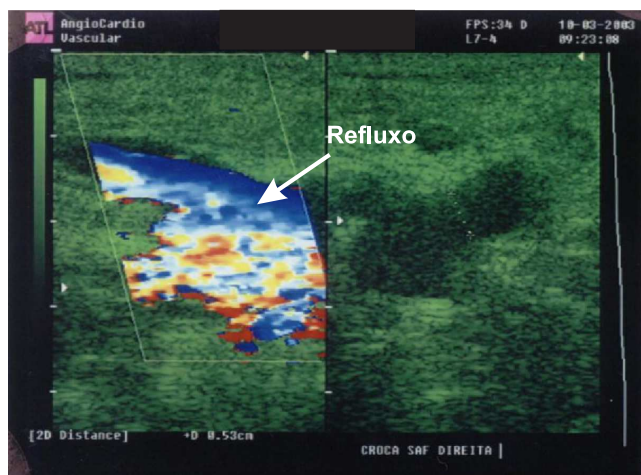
Imagem do eco-Doppler da junção safeno-femoral insuficiente.
